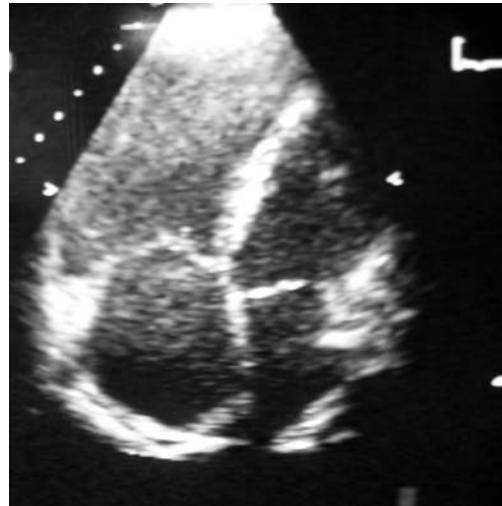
Eco 2D apical 4 camere: dilatare cavității drepte
